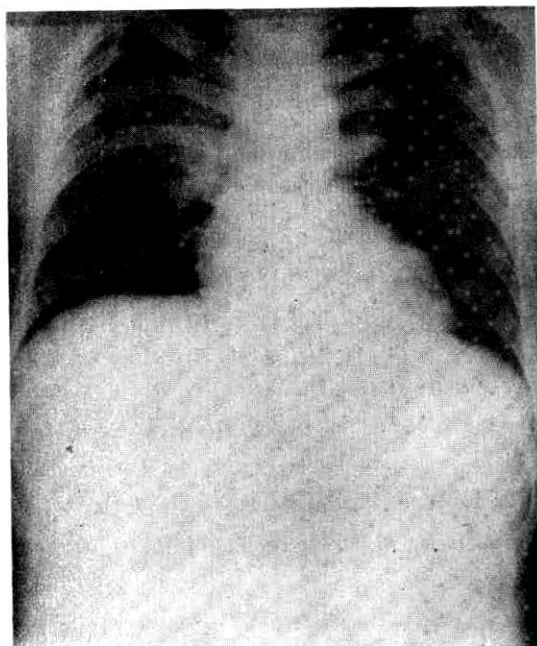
X-ray film of the chest showing ill-defined inhomogenous increased density on the medial side of both upper lobes including bilateral perihilar areas.
